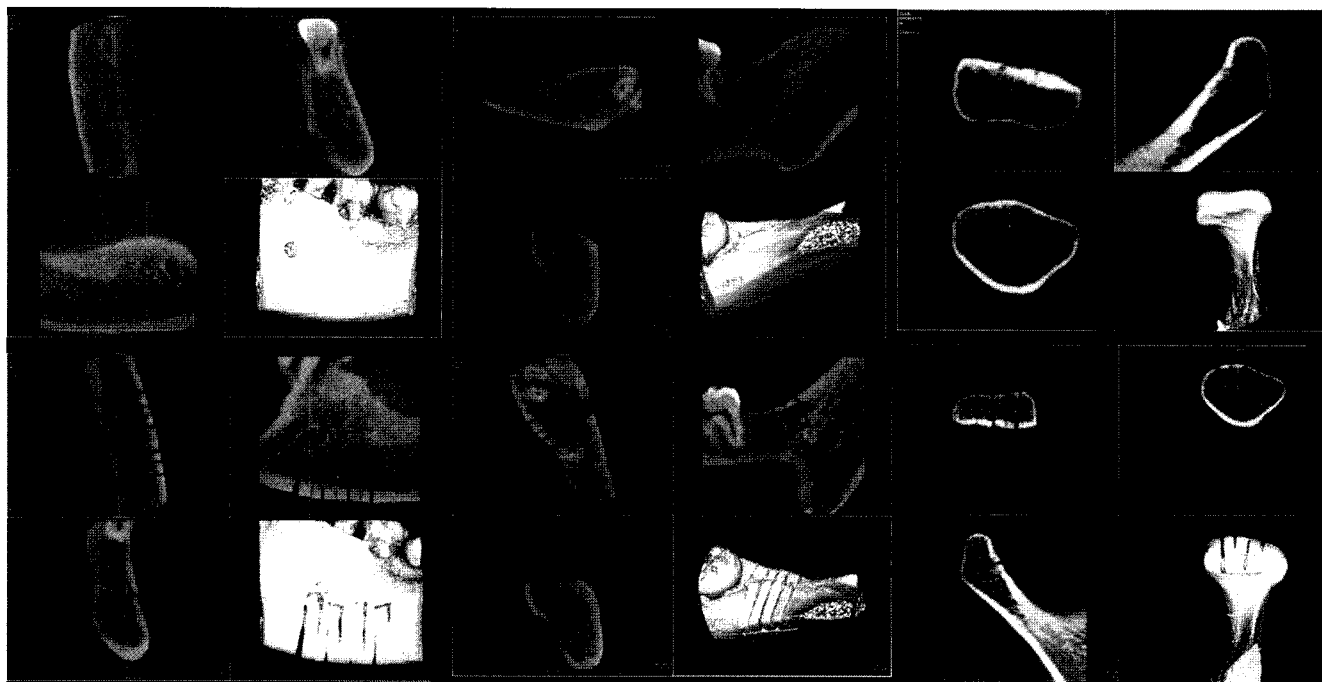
MPR (multiplanar reconstruction) and 3D reconstruction images using cone beam computed tomography.
